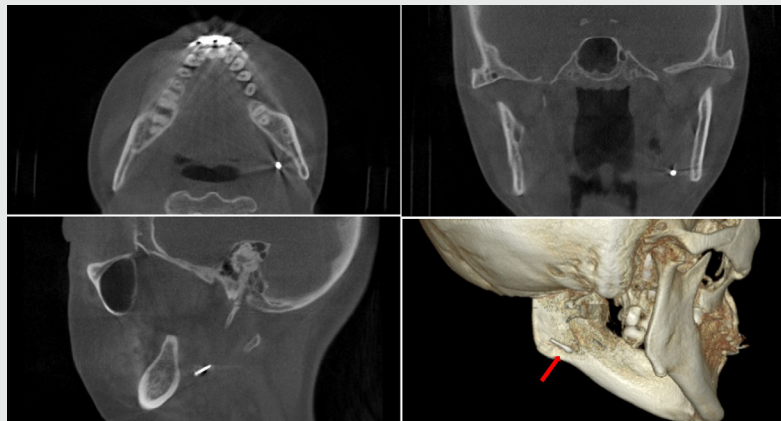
A computed tomographic(CT) scan confirmed that the mini-screw was on the inferomedial aspect of the ramus.
